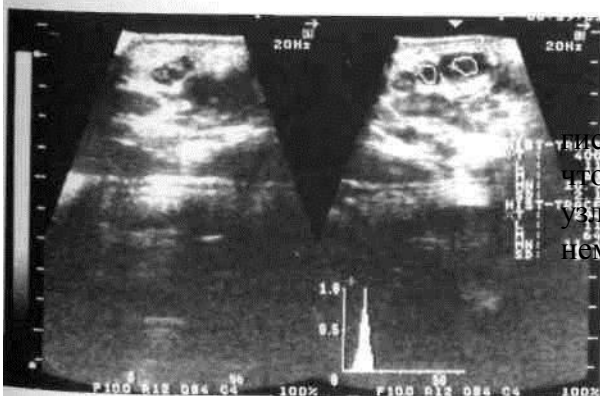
УЗИ-грамма с гистограммой, свидетельствующей о том, что тканевая структура лимфатического узла сохранена, то есть жидкость (гной) в нем отсутствует
